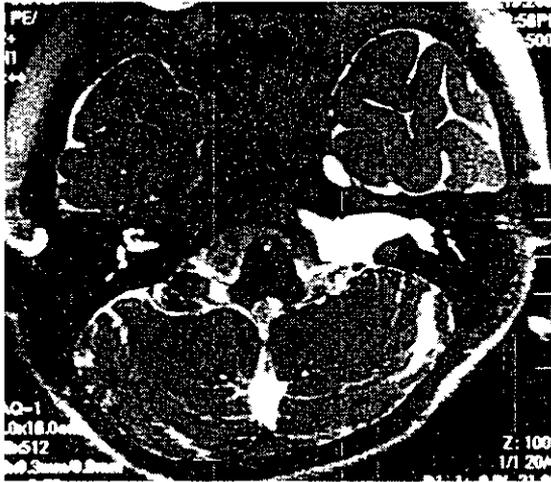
両側内耳道レベルのMRI。外リンパの漏出所見(矢印)
